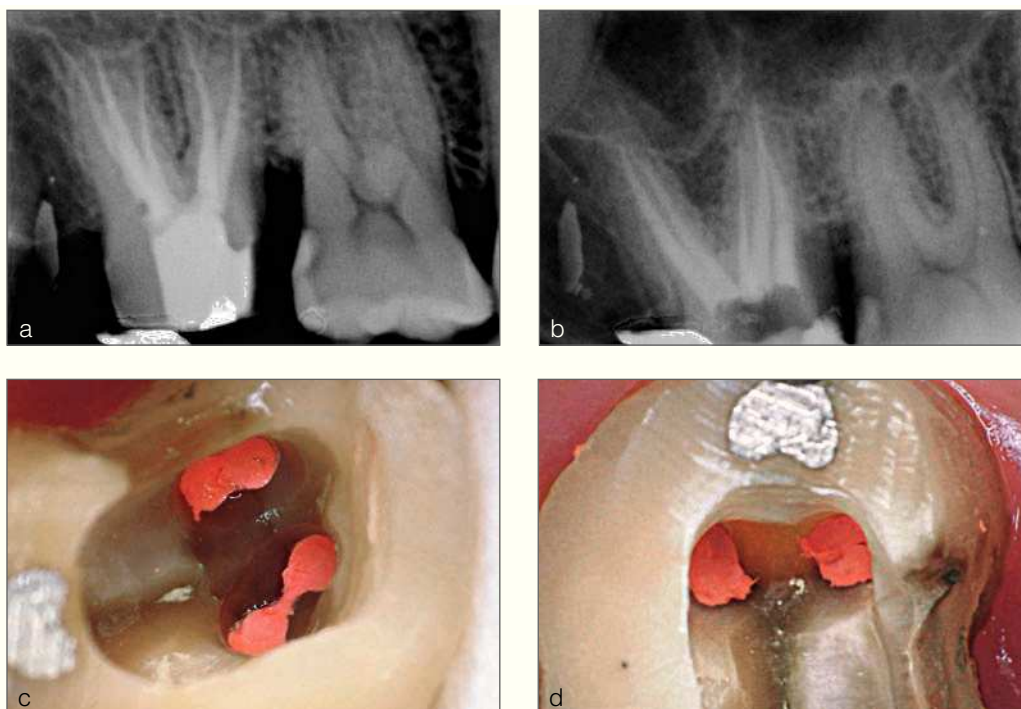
Radiografías postratamiento (a, b) y fotografías (c, d) del segundo molar superior derecho con 6 conductos.
